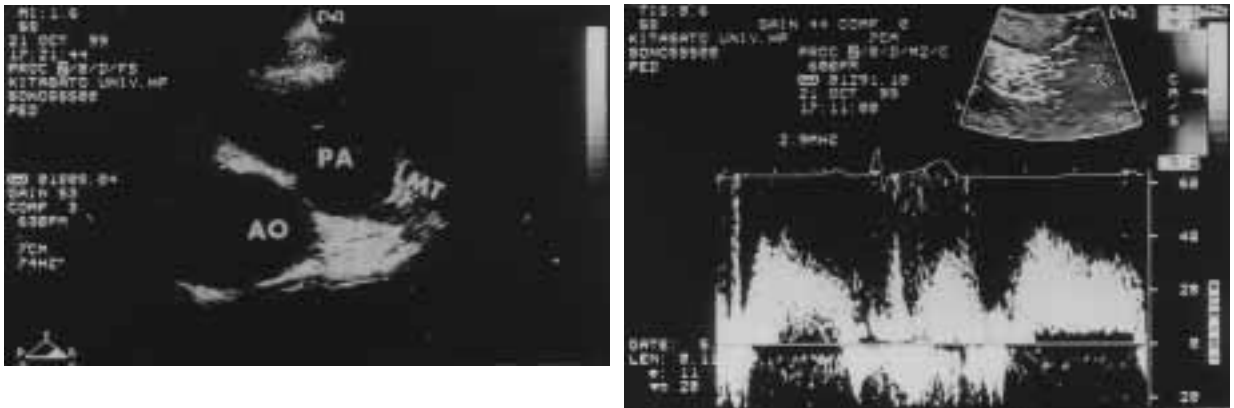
Two-dimensional echocardiography (2-DE) and pulsed-wave Doppler of the left coronary artery.
